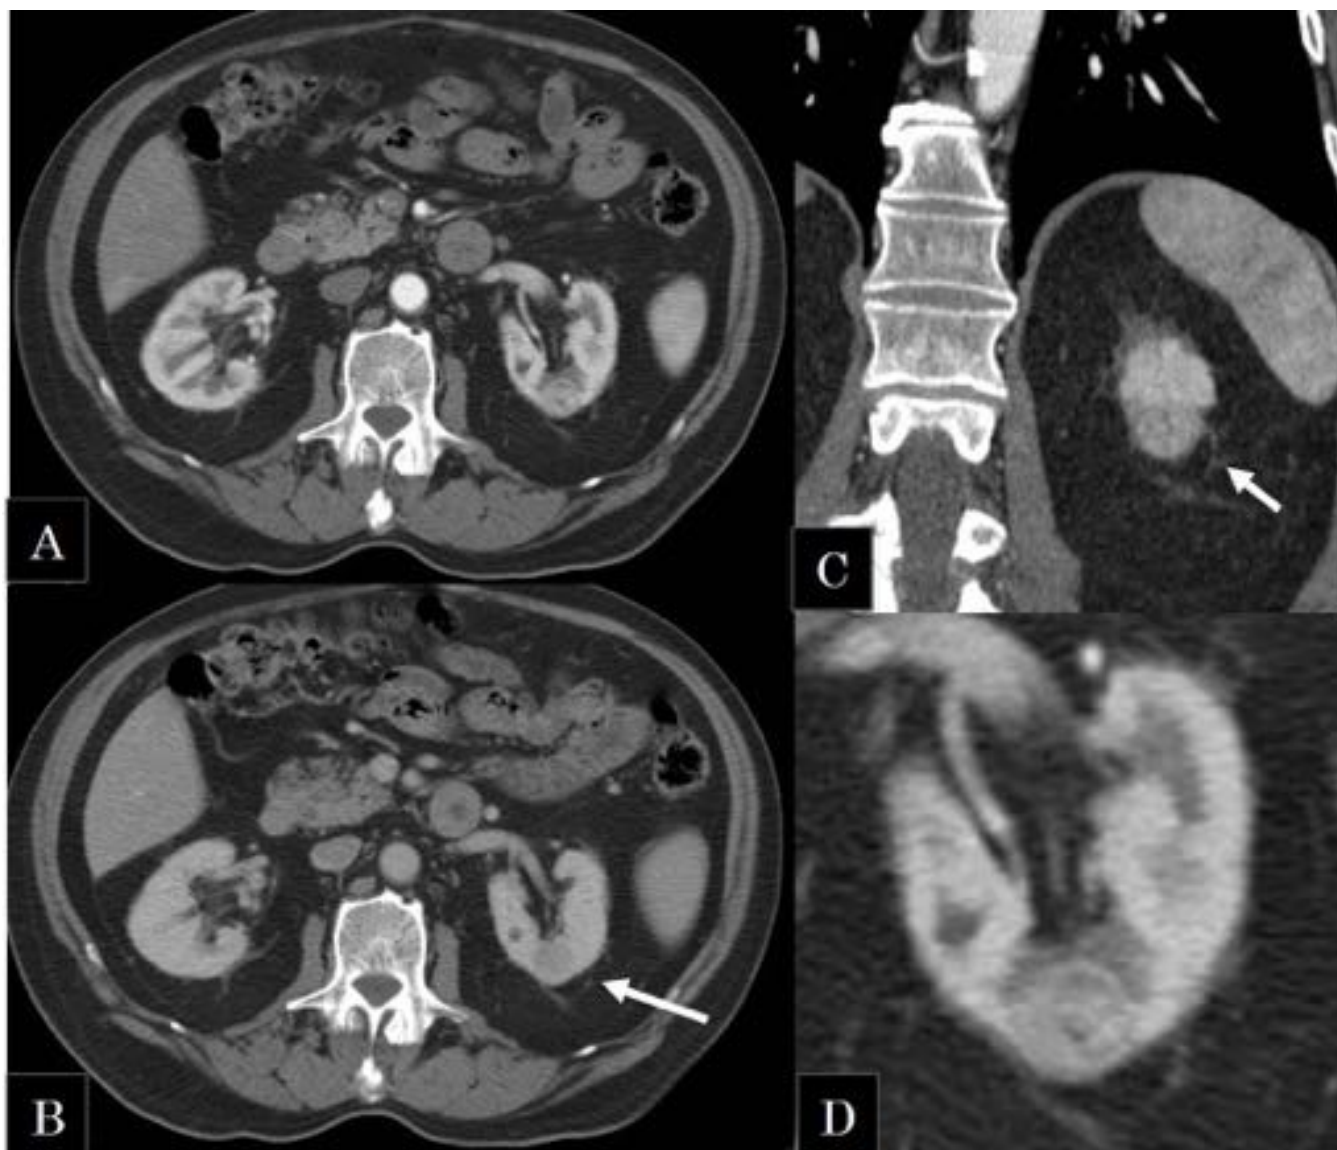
TAC abdominal tras la administración de CIV. (A y B) cortes axiales en fase arterial y venosa respectivamente: en el margen posterior de la región interpolar del riñón izquierdo se observa una lesión sólida, de captación heterogénea en la fase arterial e hipocaptante en la fase venosa, y que deforma mínimamente el contorno de la cortical renal. En el centro de la misma se observa tenuemente una zona de menor densidad en relación con área de cicatriz central.
